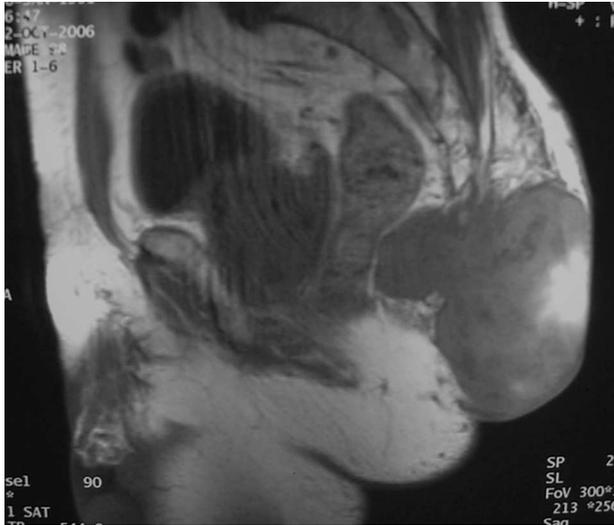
Resonancia magnética pelviana. Tumor presacro con infiltración de cóccix y S5.
